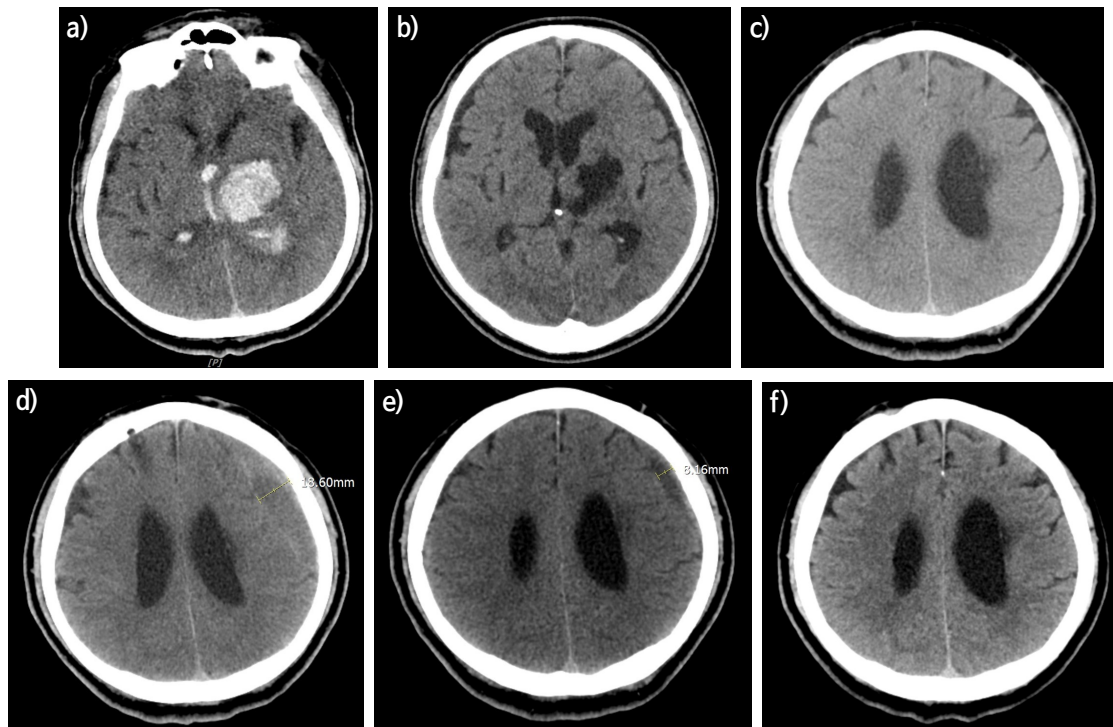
Brain CT images over time.
